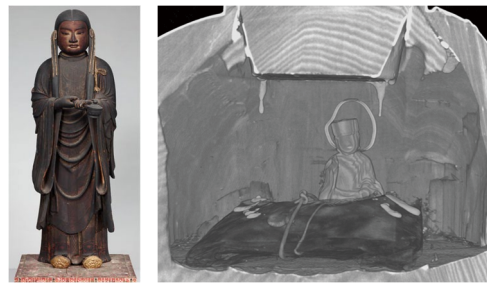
聖徳太子立像の像内納入品(X線撮像)
